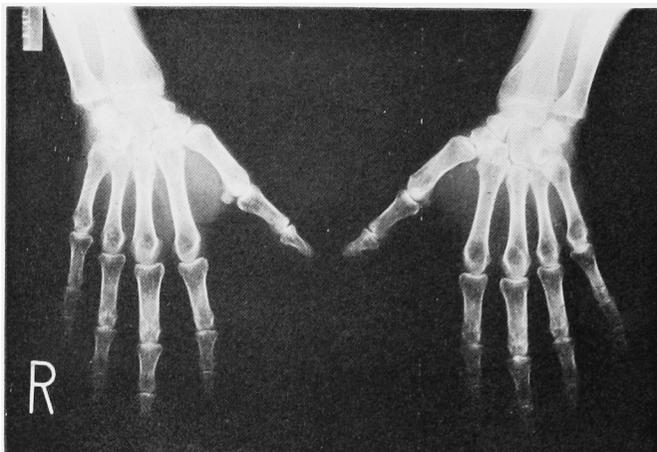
手指骨X線像 骨梁の不明瞭化がみられる
